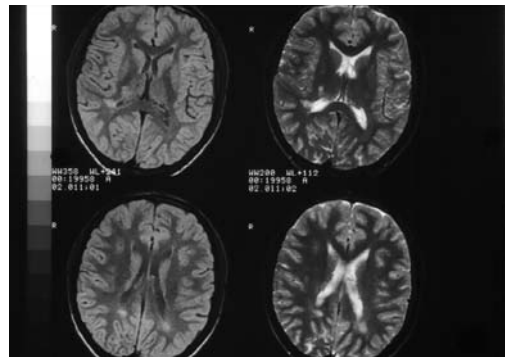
En la RM se pueden ver placas de desmielinización a nivel periventricular y de las astas occipitales, dando hiperséñal en T2.
